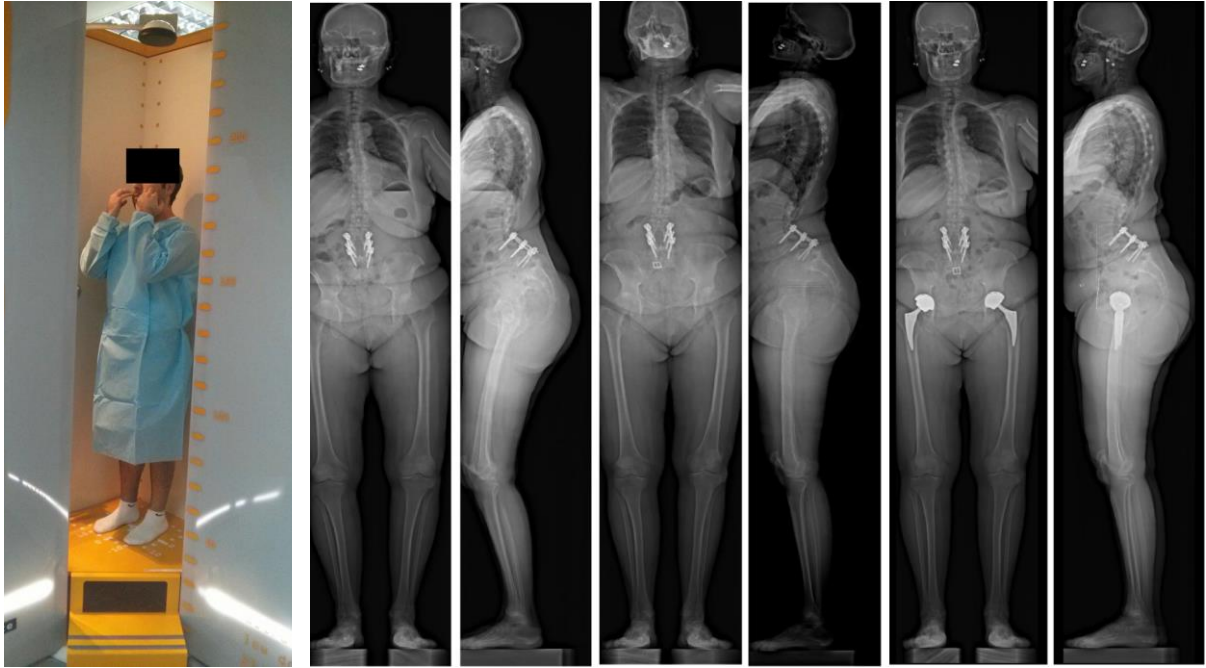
Photographie d'un patient dans une cabine EOS® (A) (94). Radiographies EOS® d'une patiente à l'antécédent d'arthrodèse PL lombaire présentant un déséquilibre rachidien sagittal associé à un flessum des genoux et des hanches dans un contexte d'arthropathies dégénératives (B-C). Ce déséquilibre sagittal est corrigé par hyperextension du rachis (D-E). La mise en place de prothèses totales de hanche a permis la correction du déséquilibre rachidien et des flessum (F-G) (95).
